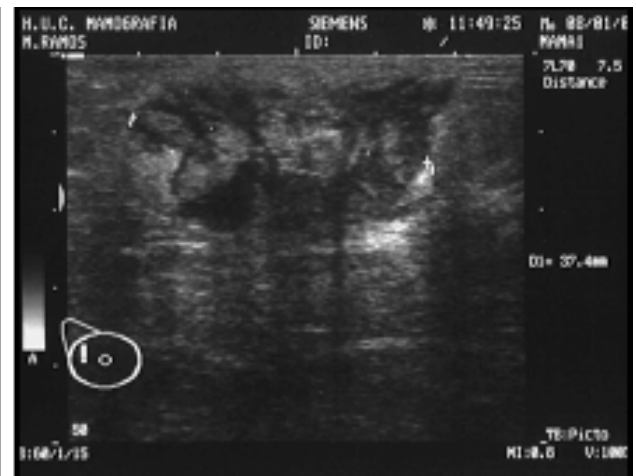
Ecografia mamária (01/2007).
